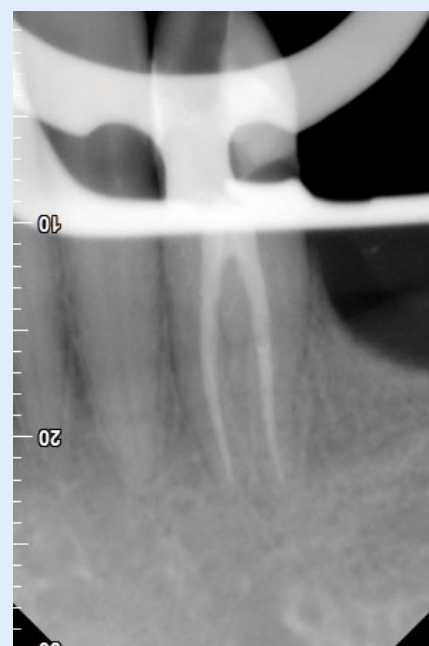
Radiografia de obturação
